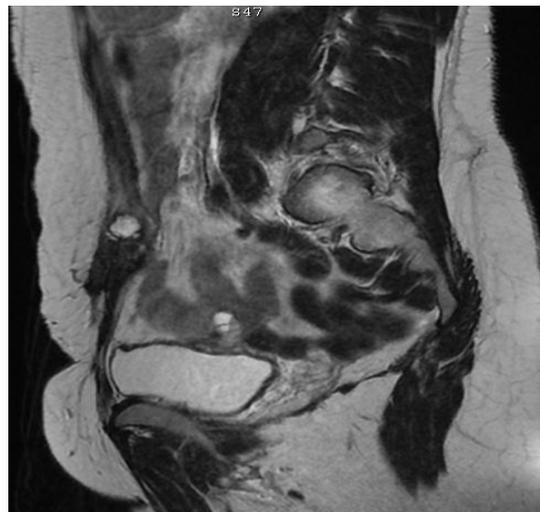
Aspect IRM en coupe sagittale: masse en hypersignal T2 Montrant la nécrose
